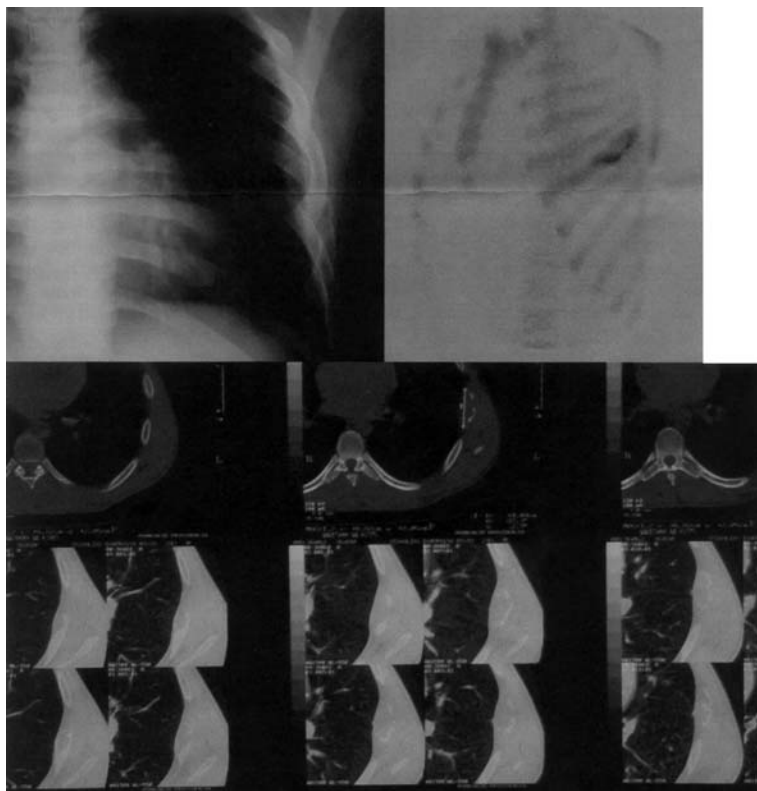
Rx de tórax, cintigrama óseo y TAC de tórax correspondiente a caso II, se observa lesión destructiva costal.
